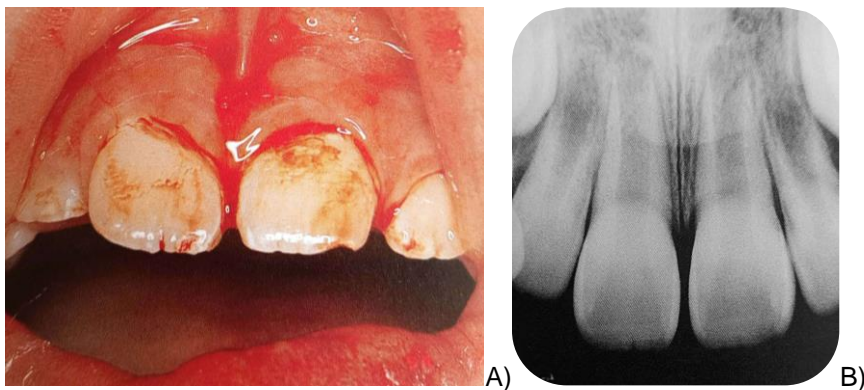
Tratamiento de subluxación. A) Fotografía clínica inicial de una paciente femenina de 6 años de edad con subluxación de ambos incisivos centrales superiores. B) Radiografía inicial. C) Fotografía postoperatoria, inmediatamente después de la ferulización. D) Fotografía dos semanas después de la ferulización. E) y F) Imágenes un año y cuatro meses posterior a la lesión. G) y H) Imágenes 6 años posterior a la lesión, en donde el paciente se encuentra asintomático, sin existencia de signos de efectos adversos del traumatismo.
